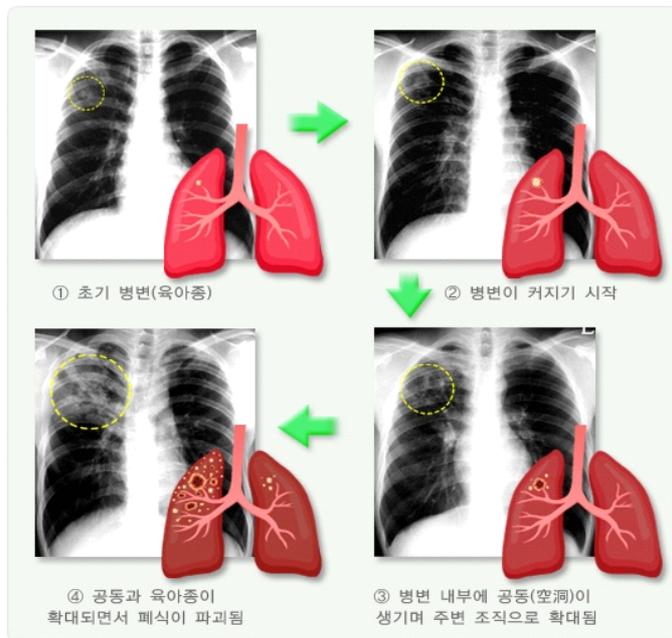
결핵의 진행정도에 따른 흉부 방사선 사진의 변화
